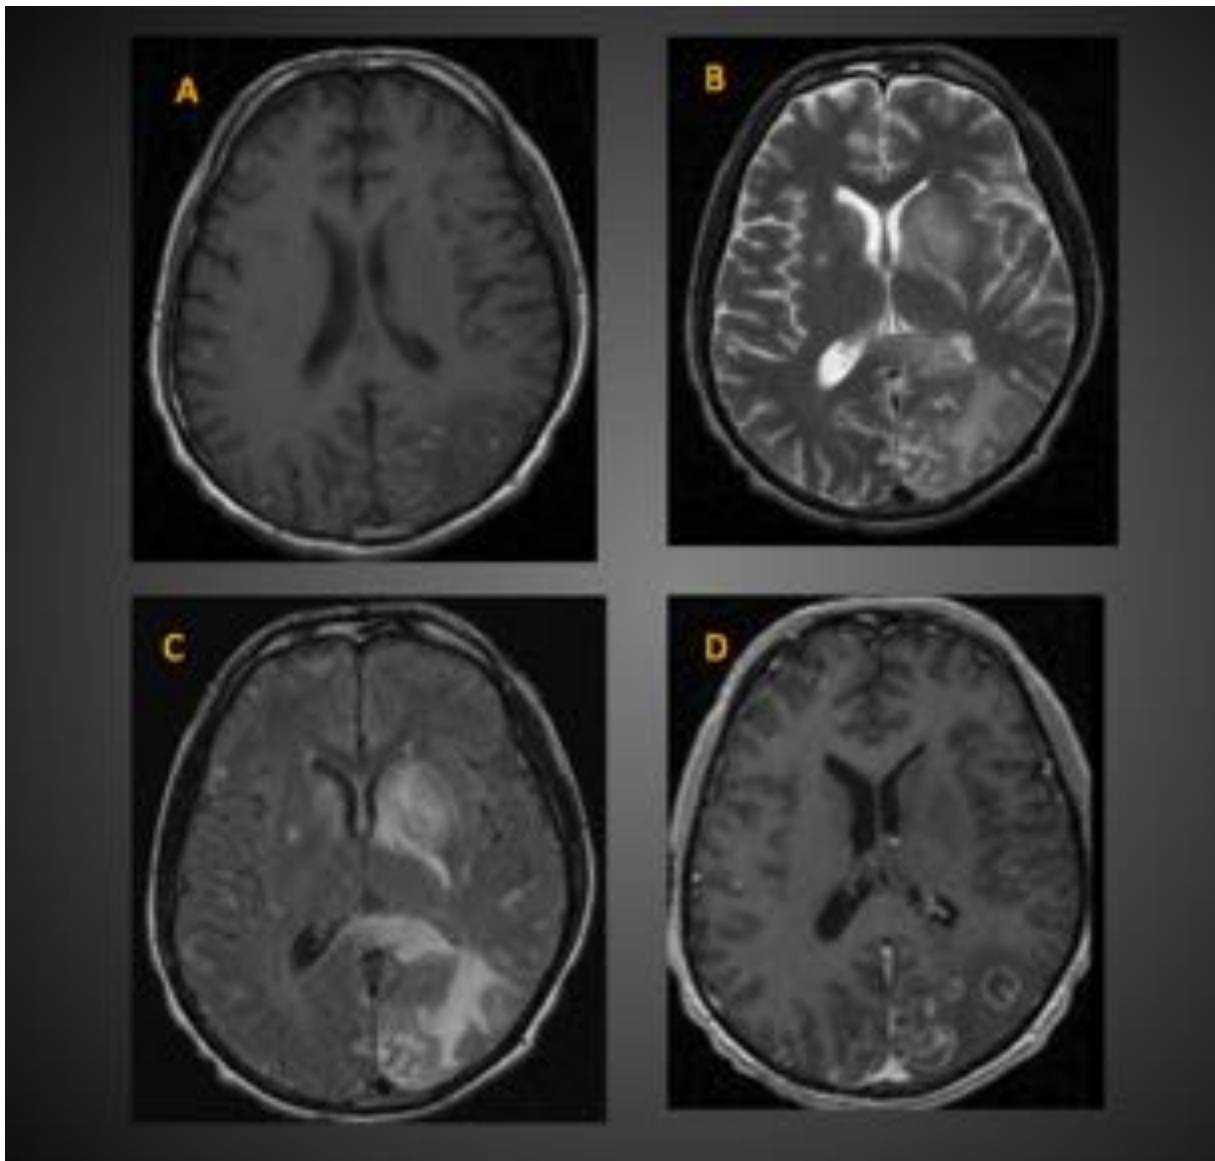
TOXOPLASMOSIS. Imágenes de RM de secuencias axiales en T1 (A) , T2 (B) y FLAIR (C) Y T1 3D con gadolinio (D) con múltiples lesiones parenquimatosas córtico-subcorticales hipointensas en T1 e hipertensas en T2 con anillo hiperintenso en T1 . Destaca una de mayor tamaño en ganglios basales izquierdos y esplenio del cuerpo calloso. Muestran leve edema perilesional y las de mayor tamaño realzan en forma de anillo tras administración de contraste iv.
